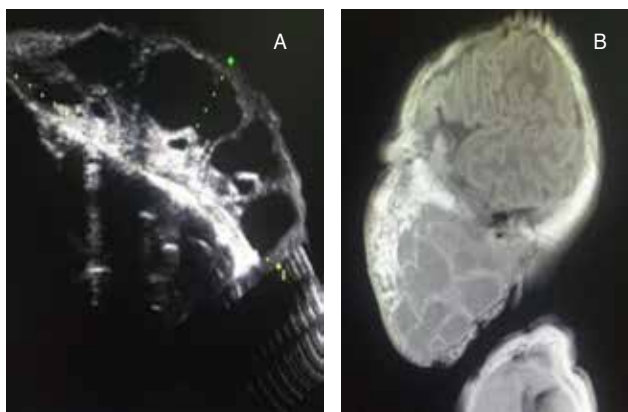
A) Ultrasonido postnatal. B) Resonancia magnética con linfangioma, sin compresión de vía aérea.
